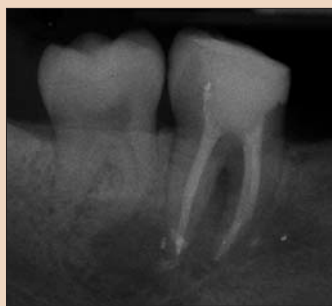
Рентгенограмма зуба через 6 мес.
